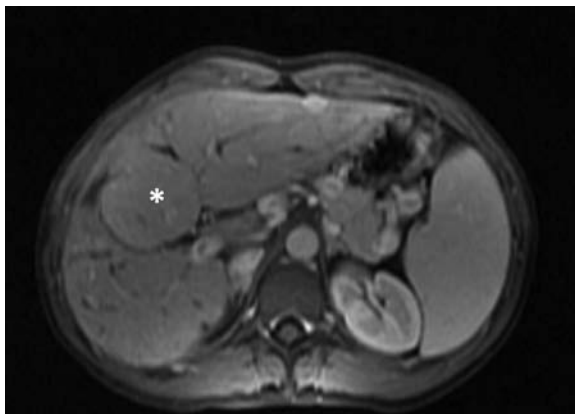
RM hepática. Plano axial SPGRE 3D (LAVA) con contraste en fase portal. Hipertrofia del segmento medial del lóbulo hepático izquierdo (asterisco).
